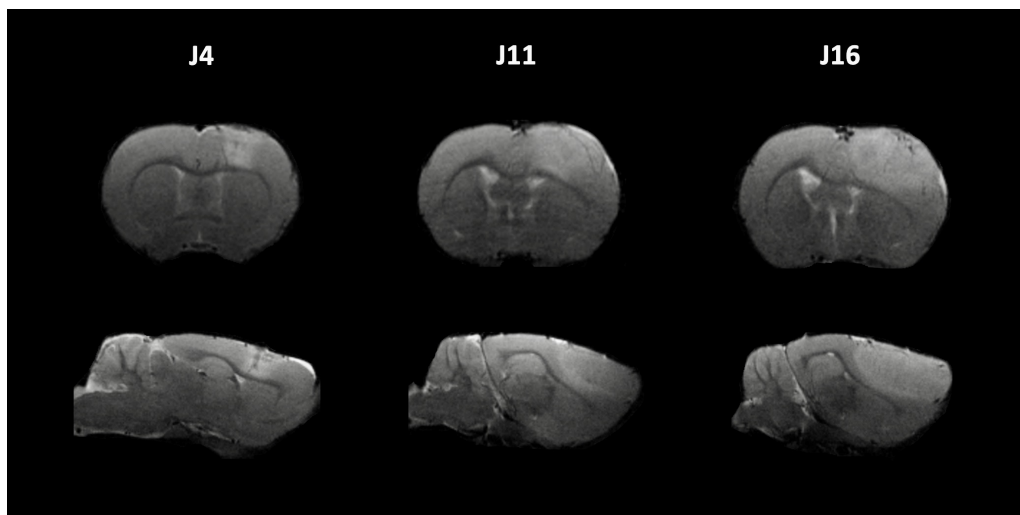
Coupes coronales et sagittales d’images IRM pondérées T_2 acquises 4, 11 et 16 jours après l’injection des cellules C6 montrant la croissance tumorale. Le gliome C6 apparaît en hypersignal.
